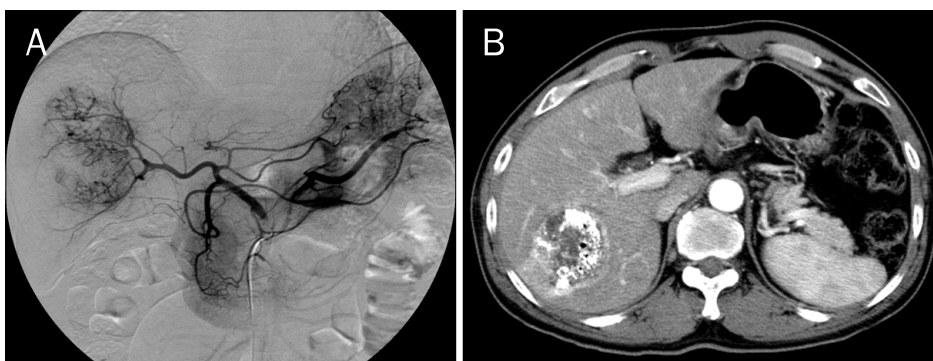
Initial application of transarterial chemoembolization. (A) Hepatic arteriography shows a large-sized hypervascular mass at the right liver. (B) Two weeks after embolization, CT showed extensive tumor necrosis but incomplete lipiodol uptake, implicating presence of viable tumor cells.
